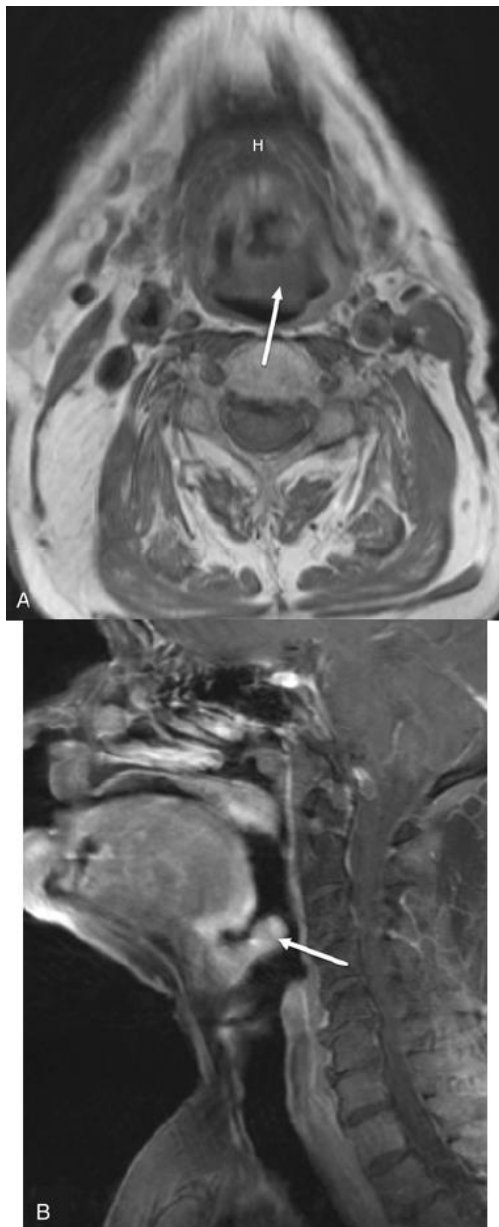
Magnetic resonance imaging of epiglottic carcinoma. A, Tumor thickens the right side of the epiglottis (arrow) at the level of hyoid (H). B, Sagittal view shows nodular thickening of the epiglottis caused by tumor (arrow).
